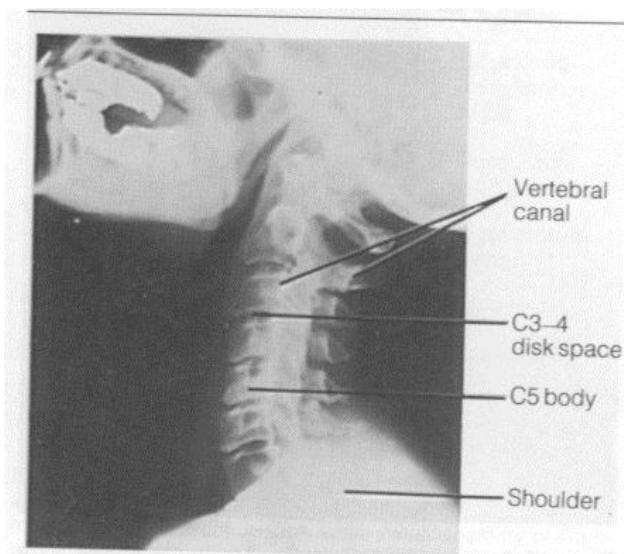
Roentgenograms through the neck (lateral view).
